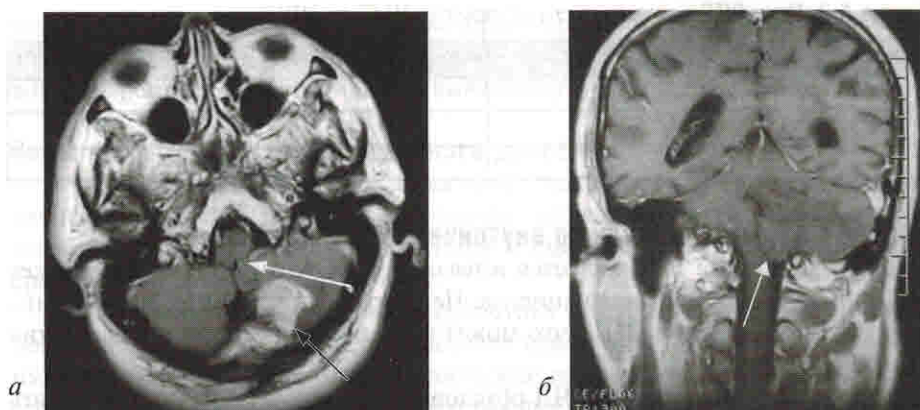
МРТ. Вклинение миндалика мозжечка слева (белая стрелка) на фоне метастатического поражения левого полушария мозжечка (черная стрелка)
